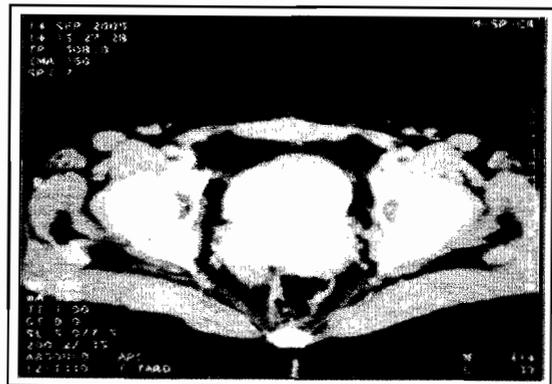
TDM abdominopelvienne de contrôle avec injection de produit de contraste (septembre 2005). Coupes axiales. Absence de récurrence tumorale locorégionale.
